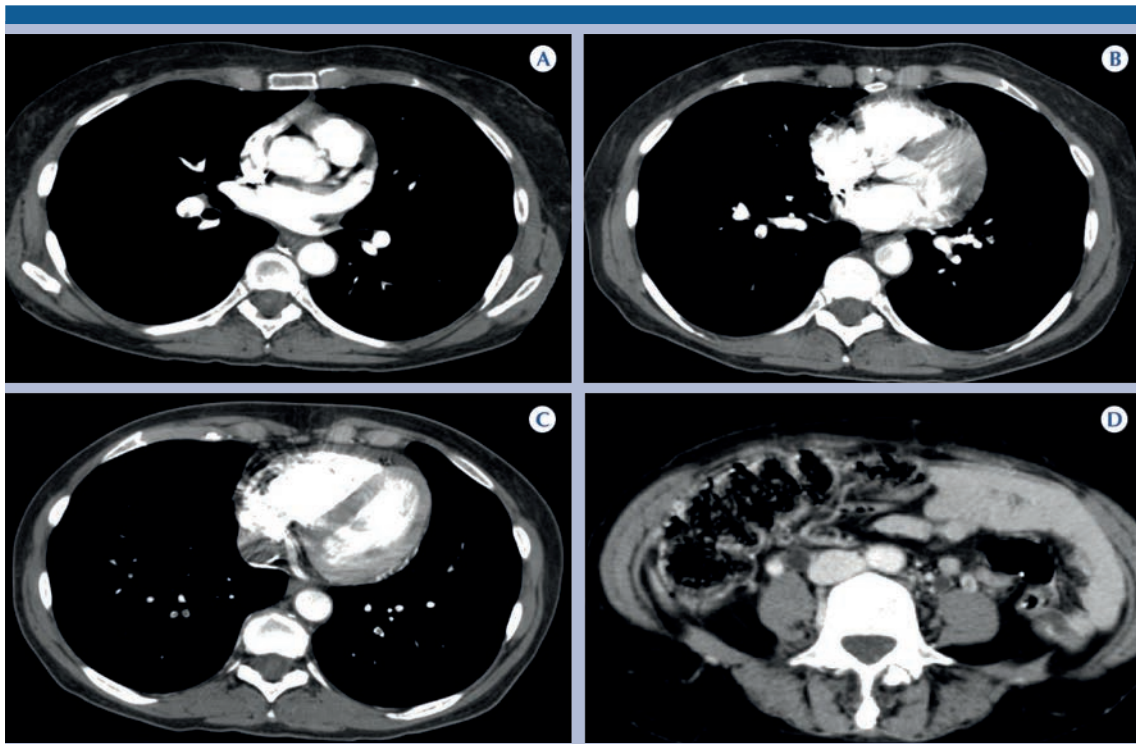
A-D) Mujer de 65 años que en el protocolo de angiotomografía pulmonar con venografía por tomografía, selección de imágenes axiales, permitió identificar tromboembolia pulmonar bilateral aguda en ramas segmentarias y subsegmentarias y trombosis de la vena gonadal izquierda como el sitio de origen de la trombosis (nótese la distensión y dilatación ureteral bilateral).
